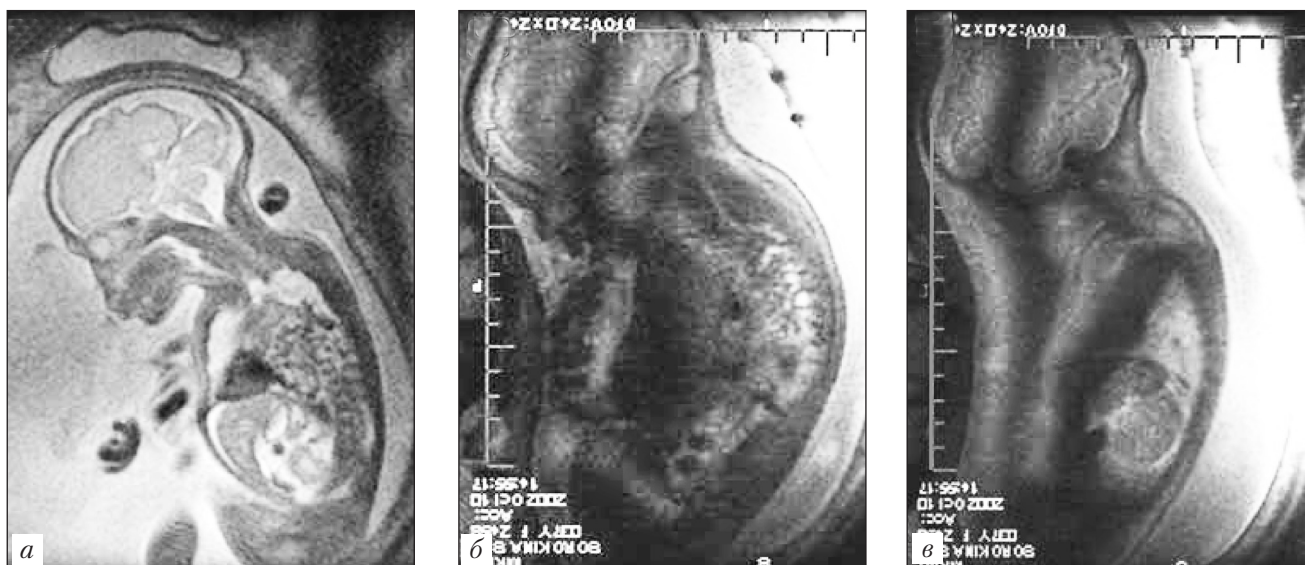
Магнитно-резонансная томография. Беременность 20 нед. T2ВИ, сагиттальные сканы, правосторонняя диафрагмальная грыжа. В грудной клетке петли кишечника (а–в)
